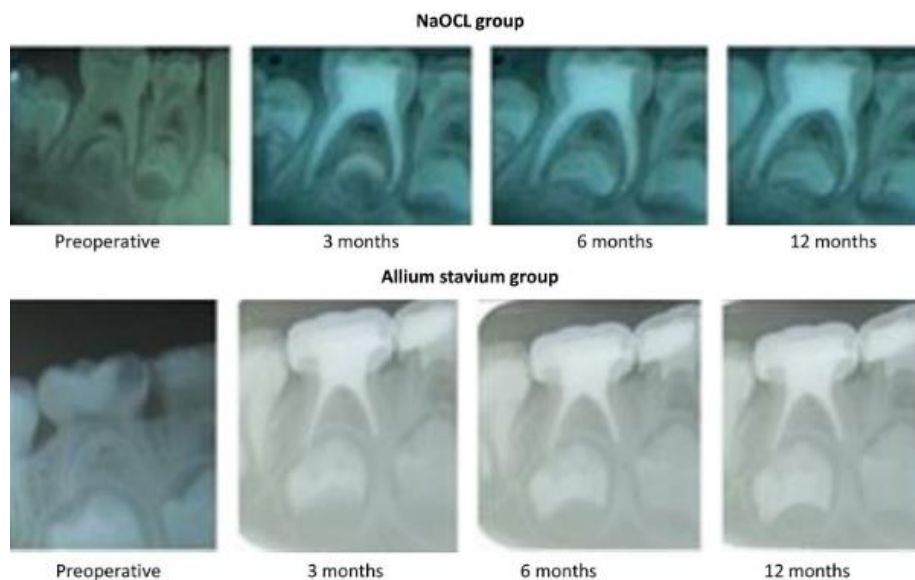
Radiografía periapical de pulpectomía utilizando extracto de ajo y NaOCl. Esta imagen radiográfica muestra la comparación en periodos de 3,6 y 12 meses respectivamente entre el irrigante de extracto de ajo y NaOCl utilizados en un tratamiento de conductos del diente temporal segundo molar inferior derecho (34)
